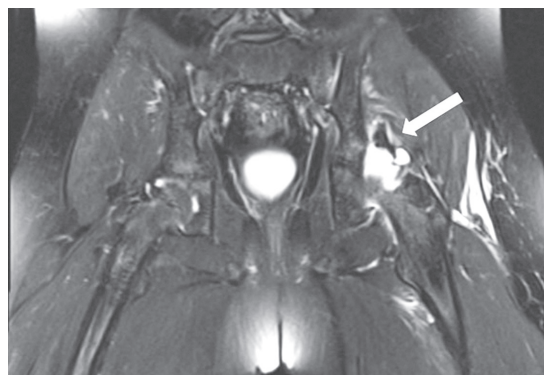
当院での造影 MRI 検査における軟骨片、関節唇 (矢印)
